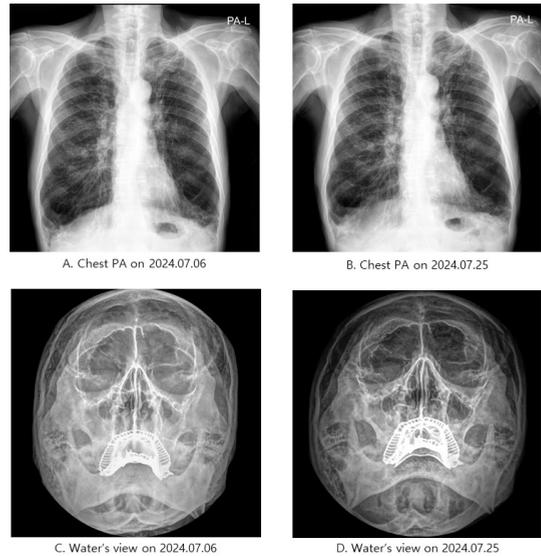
Chest and paranasal sinuses X-ray.
